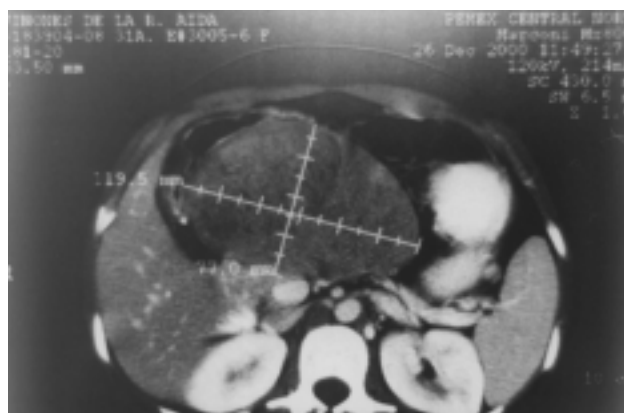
Medición de la masa tumoral por medio de TAC con dimensiones de 19.5 mm por 77 mm.
